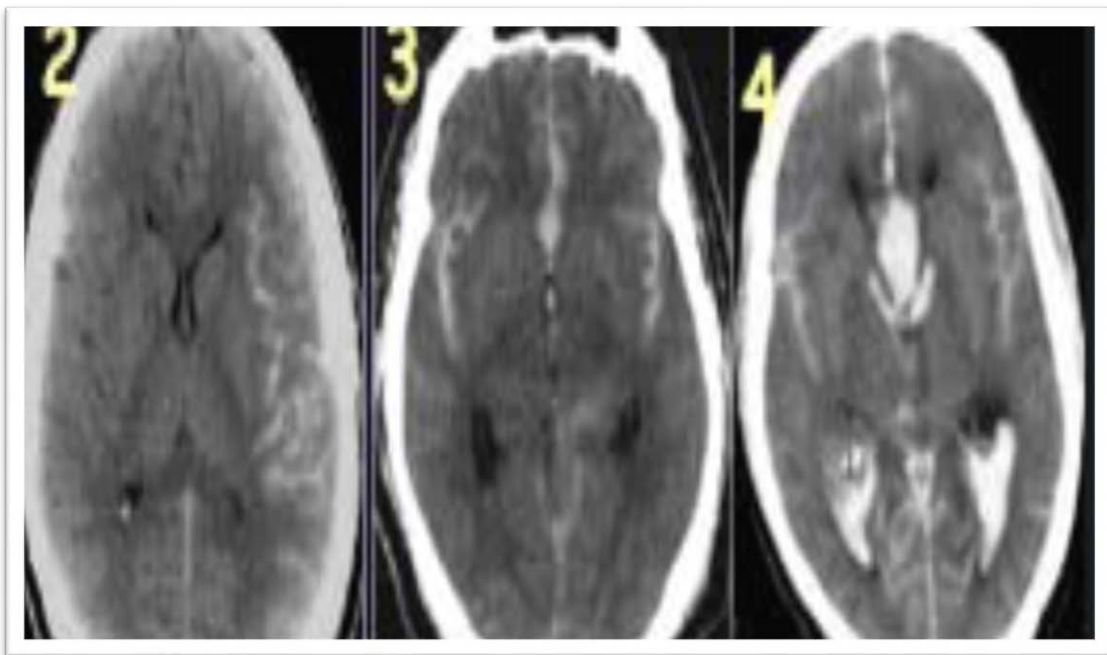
TDM cérébrale : hémorragie méningée grade 2,3 et 4 de Fisher
